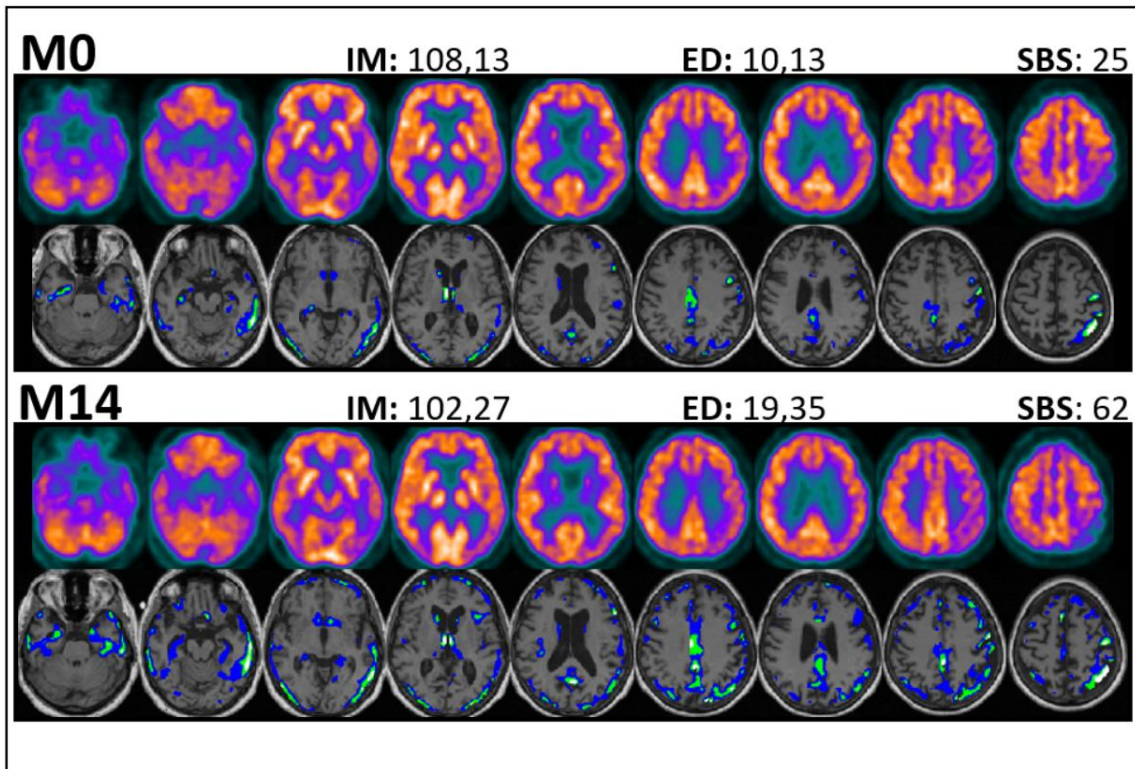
En el grupo superior de la imagen se muestra el PET-FDG normalizado con su RM y defecto en M0. En el siguiente grupo, se muestra el PET-FDG normalizado con su RM y defecto en M14. En la parte superior de las imágenes PET-FDG se muestran los valores para los 3 biomarcadores creados y estudiados que resumen la intensidad metabólica global (IM), extensión de defecto metabólico global (ED) y severidad de defecto global (SBS).
